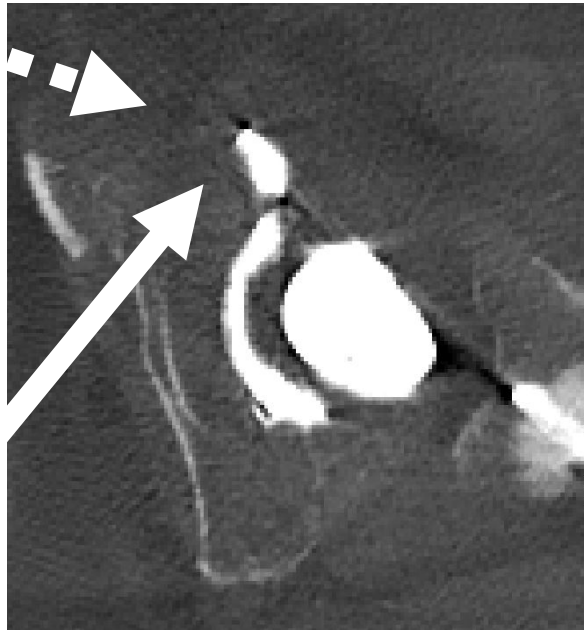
КТ срез с представлением конфликта *m. iliopsoas* и лонного фланца индивидуального ацетабулярного компонента. Сплошная стрелка указывает на фланец. Пунктирная стрелка указывает на *m. iliopsoas*
